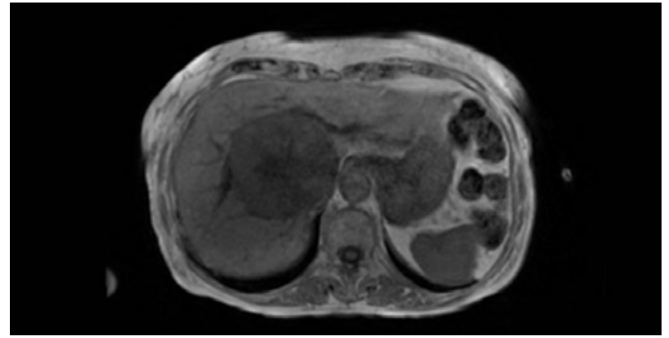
Imagen de RM de hígado con contraste. Masa hepática de 8 cm con características de Hepatocarcinoma (LI-RADS 5) sobre hígado sano, hipervascular en fase arterial, con posterior lavado en fases tardías.
